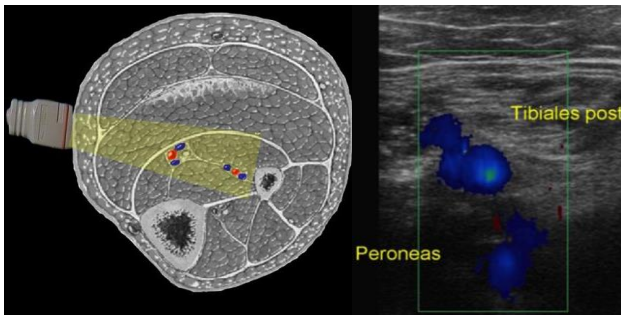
Venas tibiales posteriores y peroneas. Corte transversal desde cara interna de pantorrilla. Ecografía modo Doppler color. Se observan las venas tibiales posteriores permeables y, en este caso, en profundidad se observan las venas peroneas.
